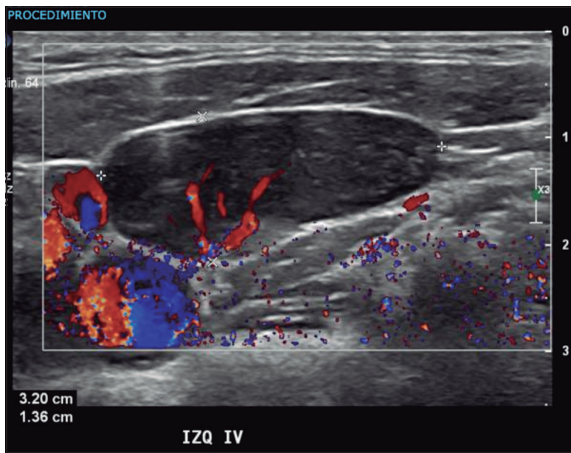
Ultrasonografía de cuello en nivel IV izquierdo. Se aprecia una adenopatía. Al *Doppler* color se aprecia el hilo del linfonodo.
